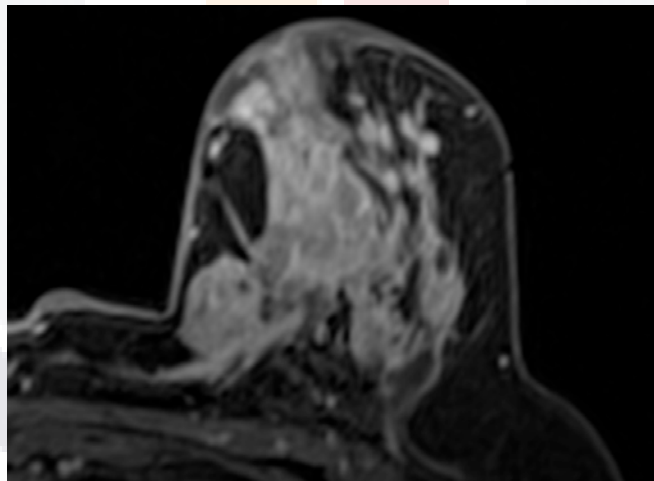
imagen de RM de la mama izquierda en T1 con contraste que muestra un realce heterogéneo
